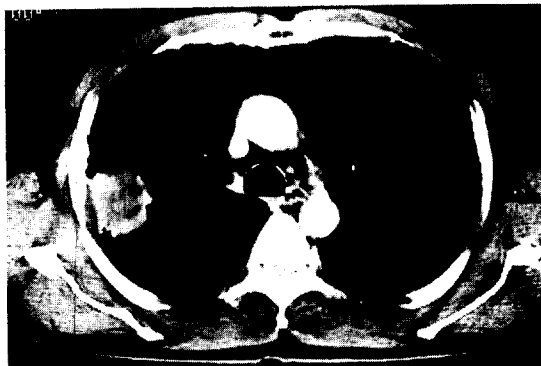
우상엽 폐절제술전 흉부 전산화 단층 촬영 폐종양의 진단을 위하여 화살표(→)방향으로 경피적 폐생검술을 시행하였다.
